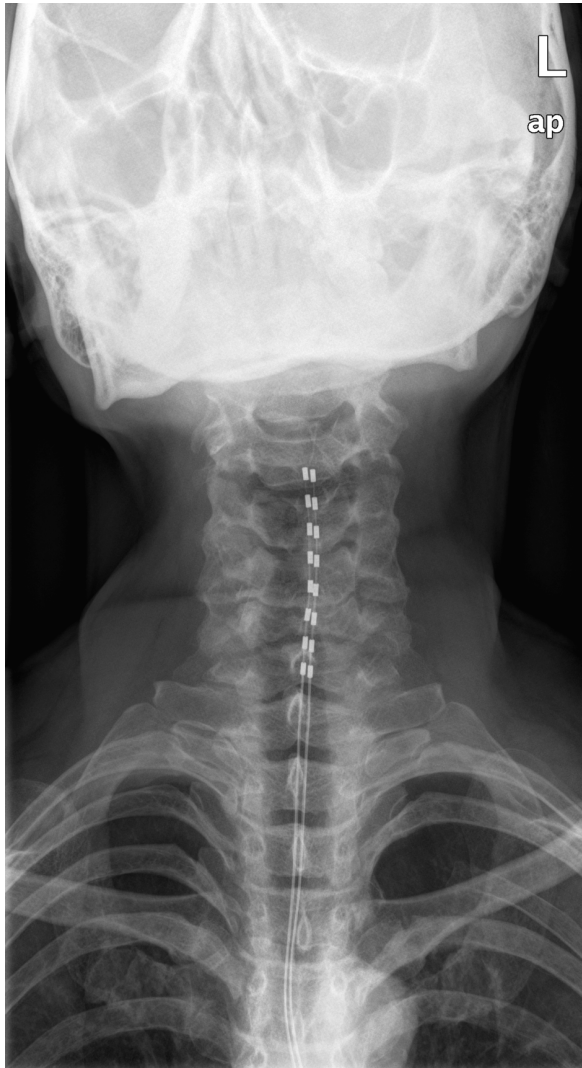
Radiografía cervical donde se ve el implante de los electrodos.
